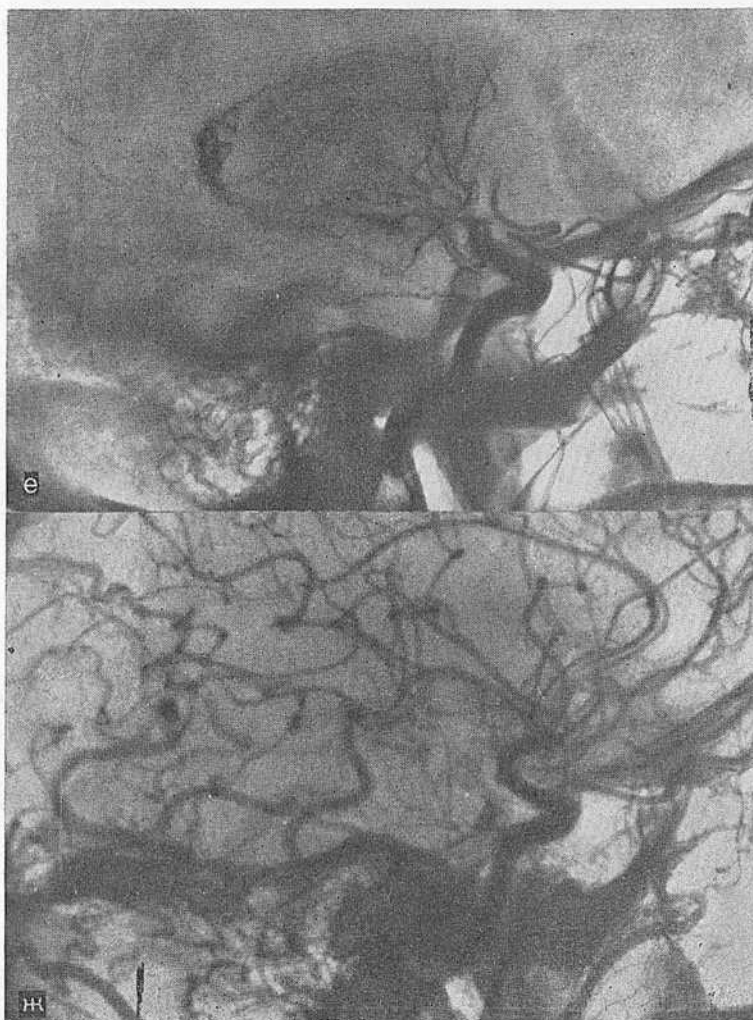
Динамика при КТ у больной с острым тромбозом внутренней сонной артерии во время эндоваскулярной эмболизации артериосинусного соустья.
